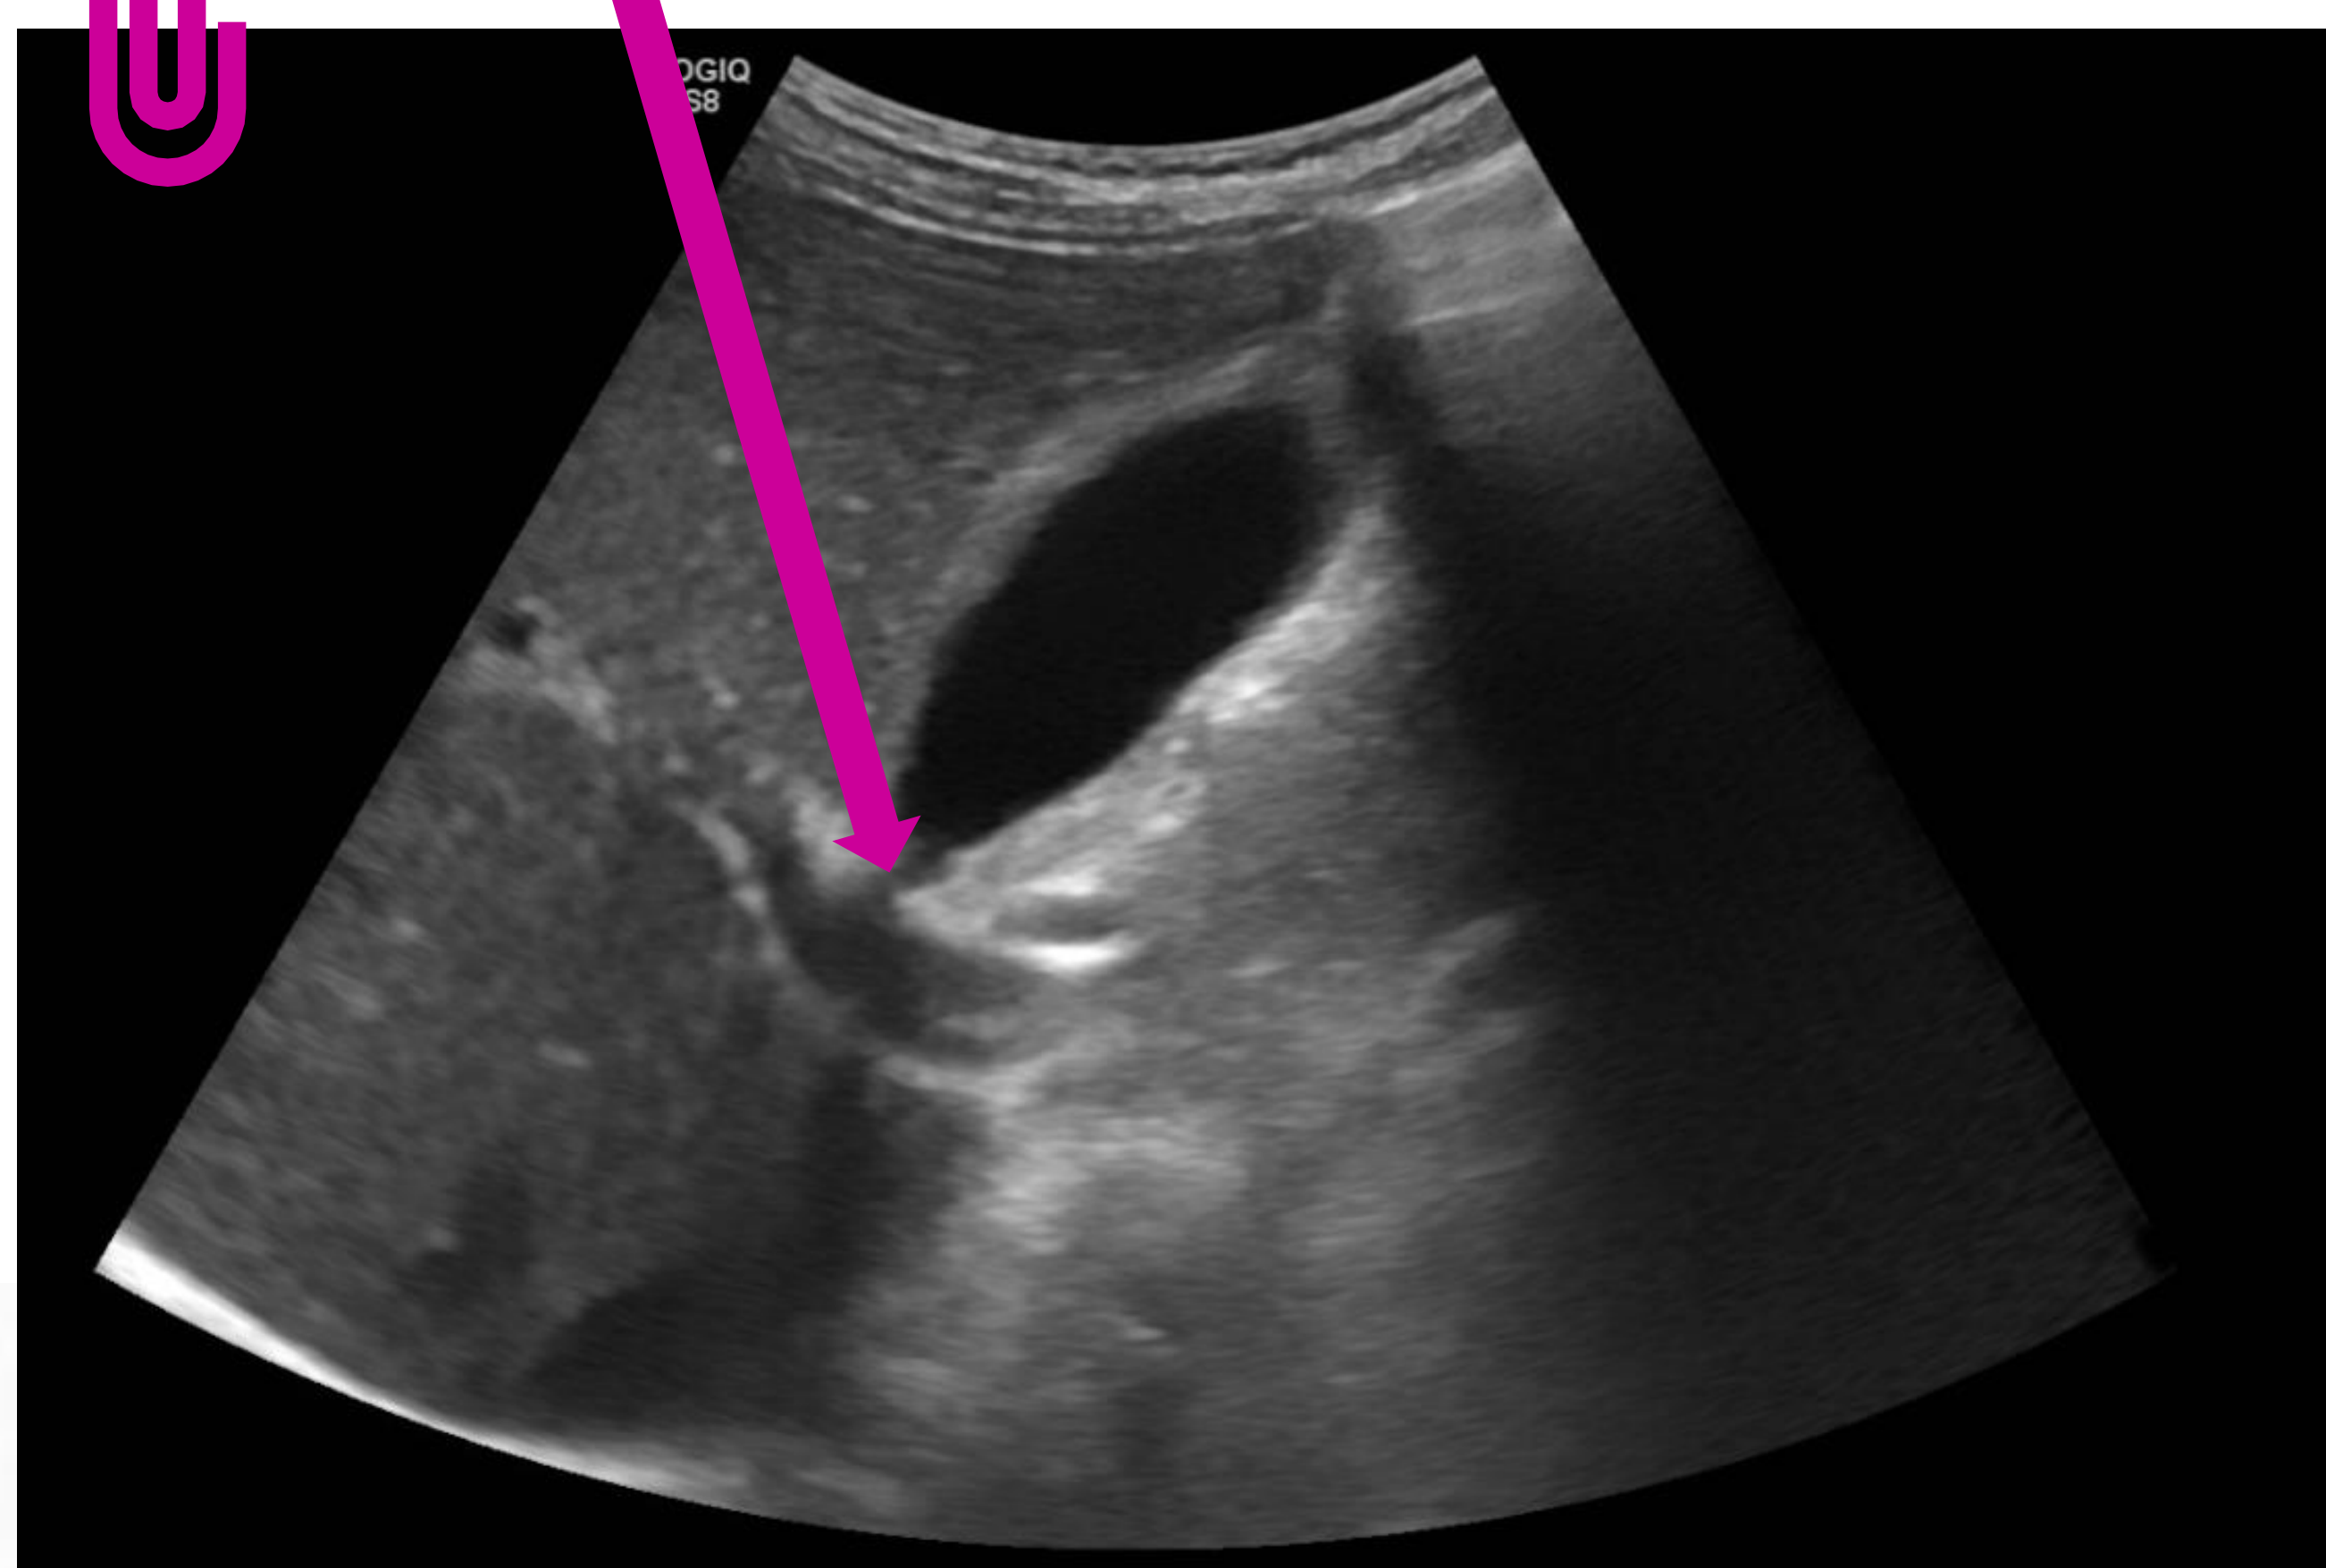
Ecografía abdominal propia del paciente.
